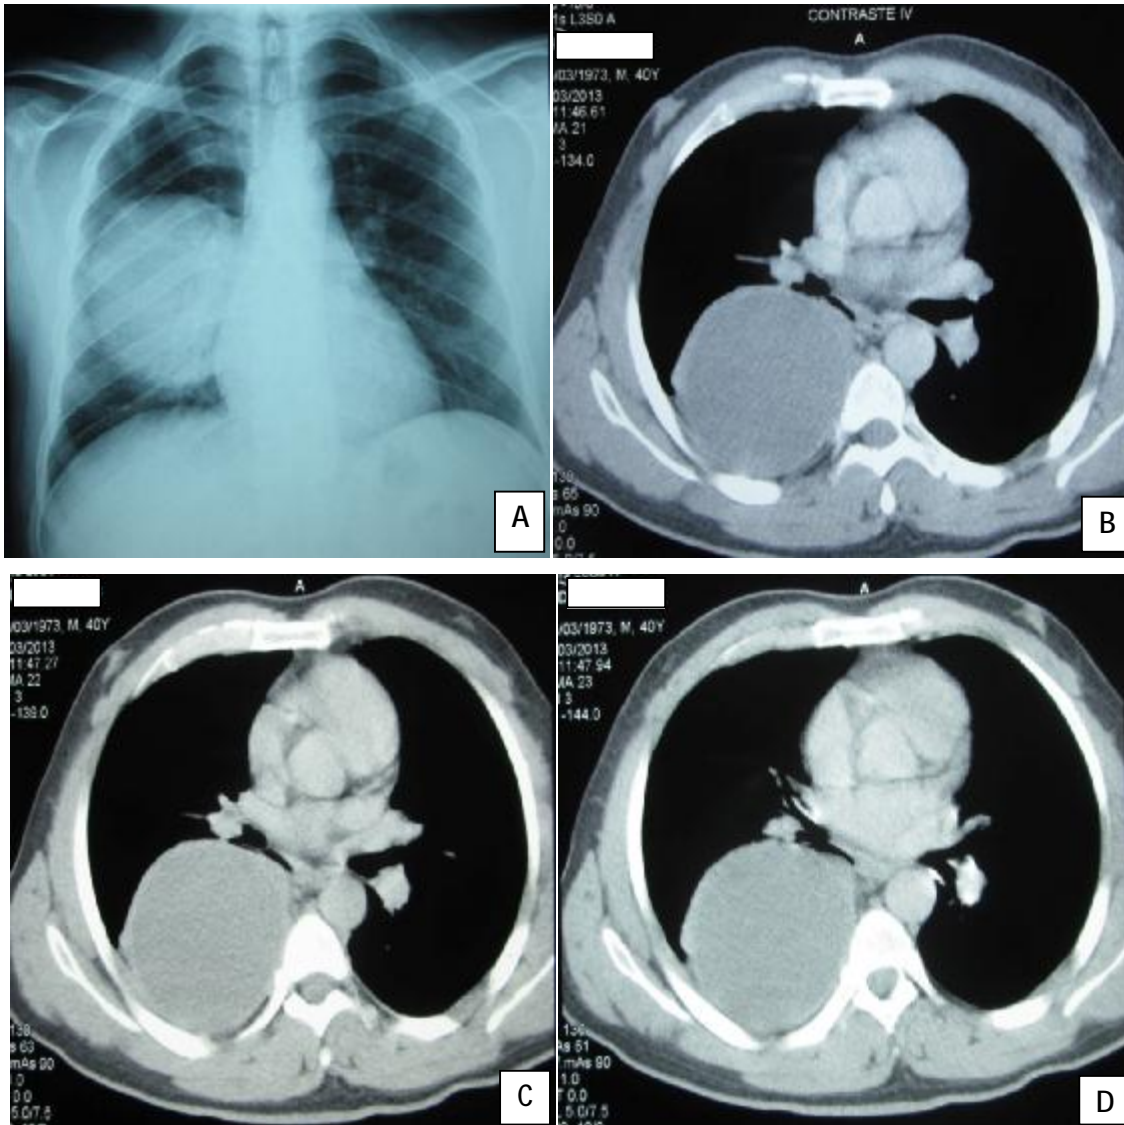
A : Radiographie thoracique de face : Opacité postérieure de l'hémithorax droit, homogène, bien limitée.
